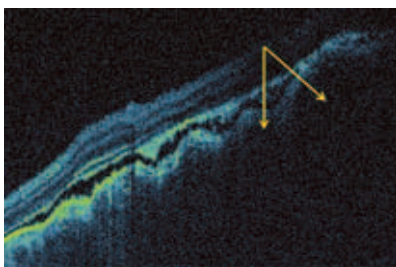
Томографический скан (оптическая когерентная томография) метастаза меланомы кожи. Неровный хориоидальный профиль в зоне образования, диффузный отек и расслоение нейроэпителия сетчатки над опухолью, серозная отслойка нейроэпителия, интратретинальные депозиты (обозначены стрелками)
